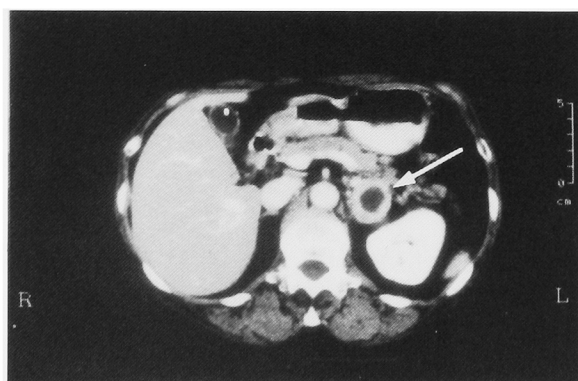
The preoperative CT scan showed no hematoma and only the cystic tumor (arrow).
